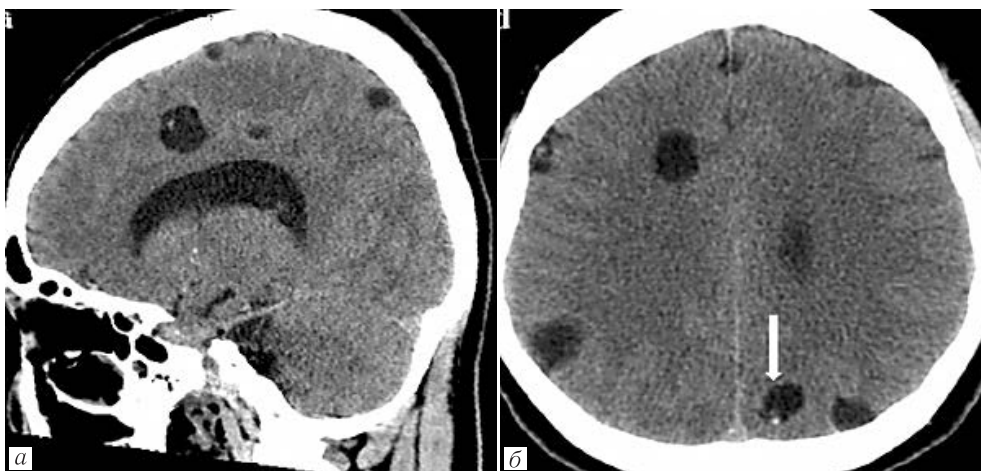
КТ головного мозга, в сагиттальной плоскости (а) и аксиальной плоскости (б). Определяются множественные разнокалиберные кистозные образования, часть из которых имеют пристеночный «узелок» [12]
